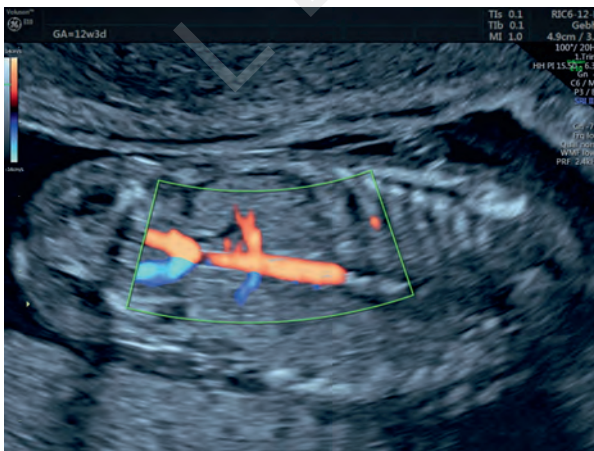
Koronarschnitt zur Nierendarstellung, Farbdoppler, 12 + 3 SSW
